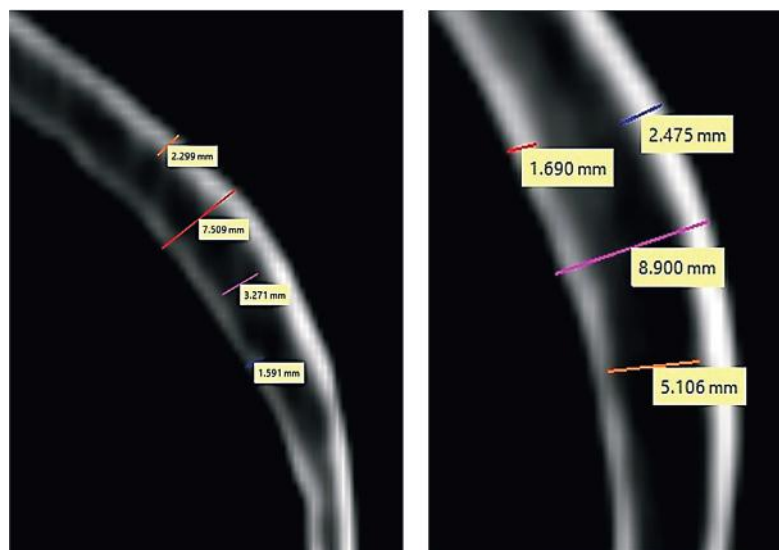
Determination of parietal bone thickness on a three-dimensional computed tomography scan.
